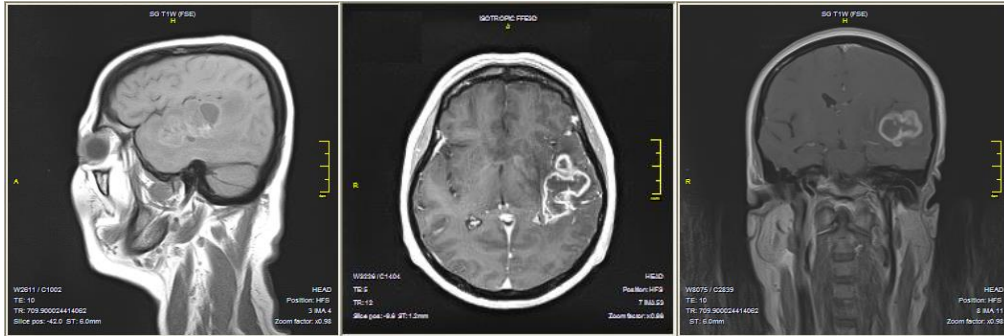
МР-томограмма головного мозга больной Ч., 61 год с контрастированием. В левой височной доле имеется внутримозговая опухоль
